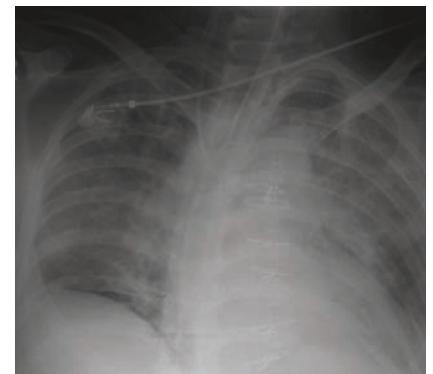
Beurteilung von Ventilationsstörungen bei einem beatmeten Patienten mit Lungenversagen a) Ein Thoraxröntgenbild im Liegen kann das Ausmaß der regionalen Ventilationsstörung nicht aufzeigen; b) In der Computertomographie wird die regionale Verteilung der Belüftungsstörung in den schwerkraftabhängigen Regionen sichtbar.
